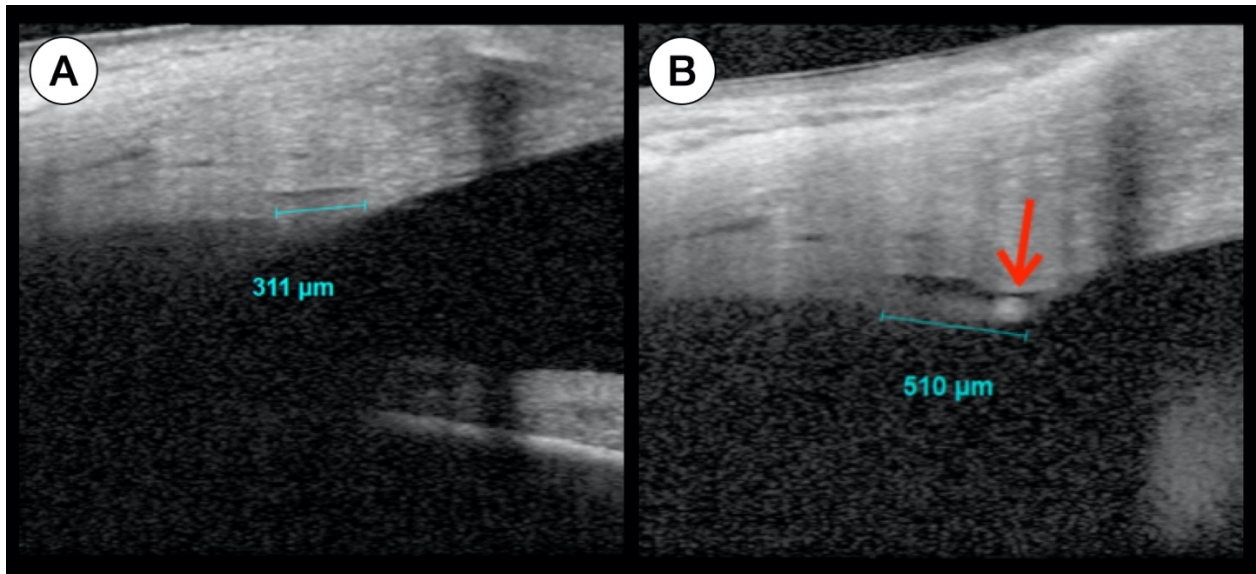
Optische Kohärenztomographie (OCT) des Schlemm-Kanals
